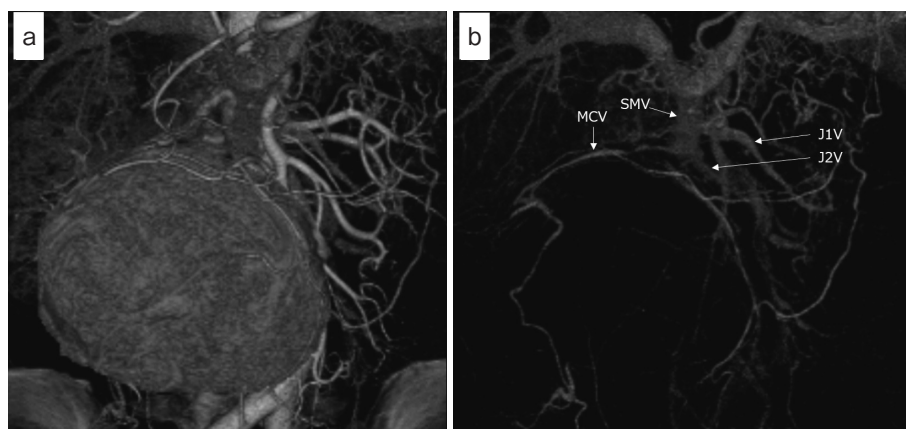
腹部造影CT血管像：SMVは腫瘍により閉塞し、小腸の静脈還流はJ1VとJ2V、MCVからSMVへ流入していた。
